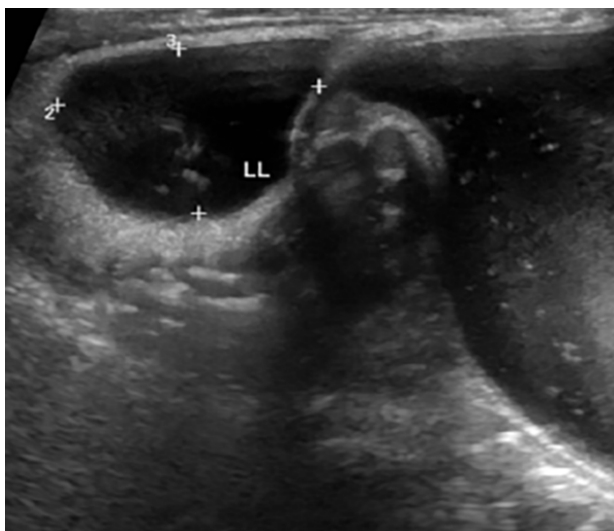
Ecografía dudosa- presencia de líquido libre, sin visualización del apéndice cecal.
